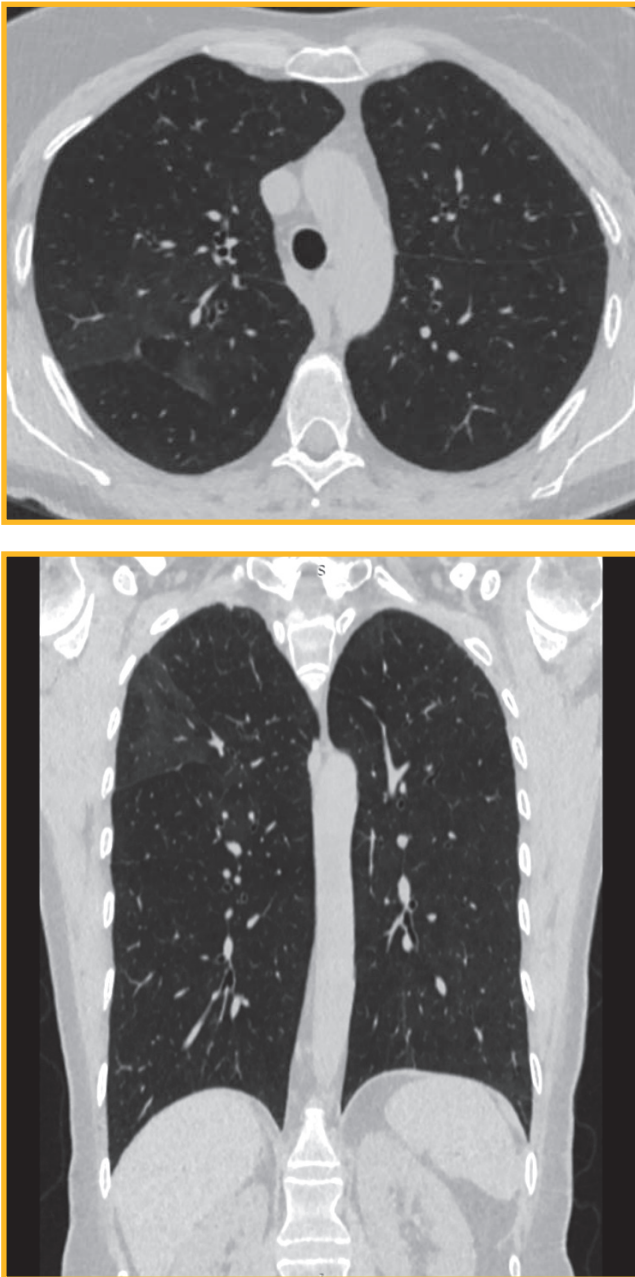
Компьютерно-томографические сканы легких пациентки К. после 3 мес. приема преднизолона и прекращения приема тамоксифена
